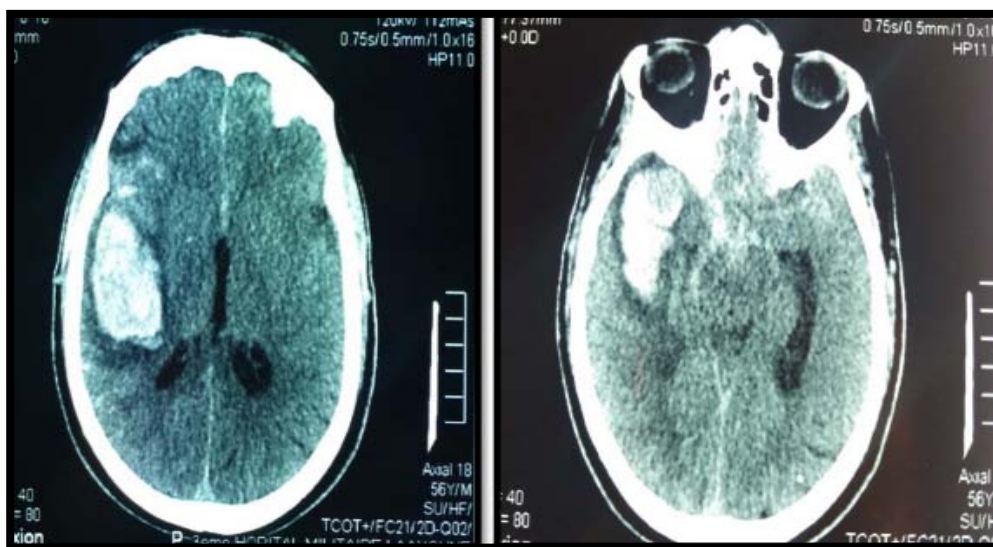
TDM cérébrale objectivant un important hématome fronto-temporo-rolandique droit associé à une hémorragie sous arachnoïdienne droite avec œdème vasogénique péri-lésionnel et cérébral interstitiel diffus.
